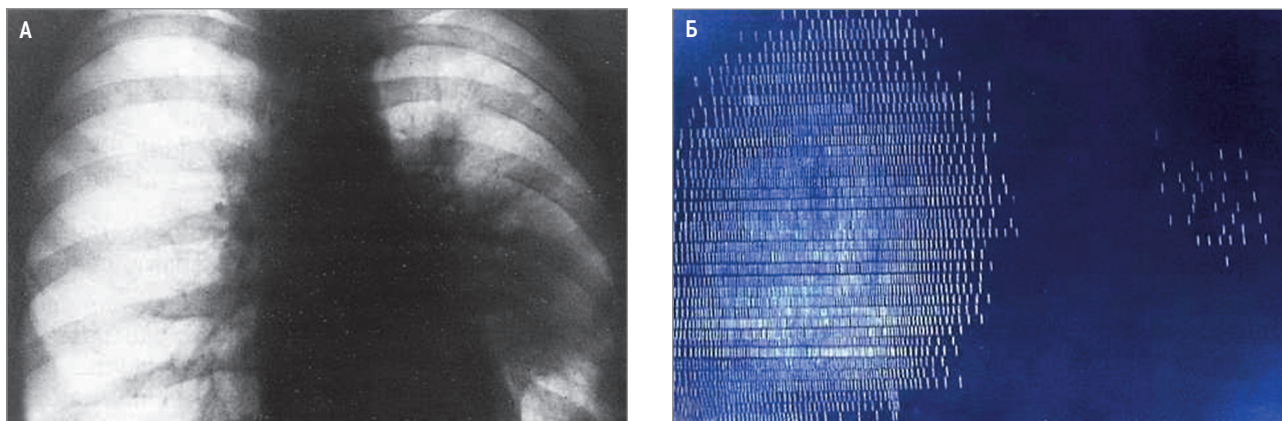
Распространенность микроциркуляторных нарушений в левом легком при остром абсцессе VI сегмента: А – рентгенограмма органов грудной полости; Б – сканограмма легких
